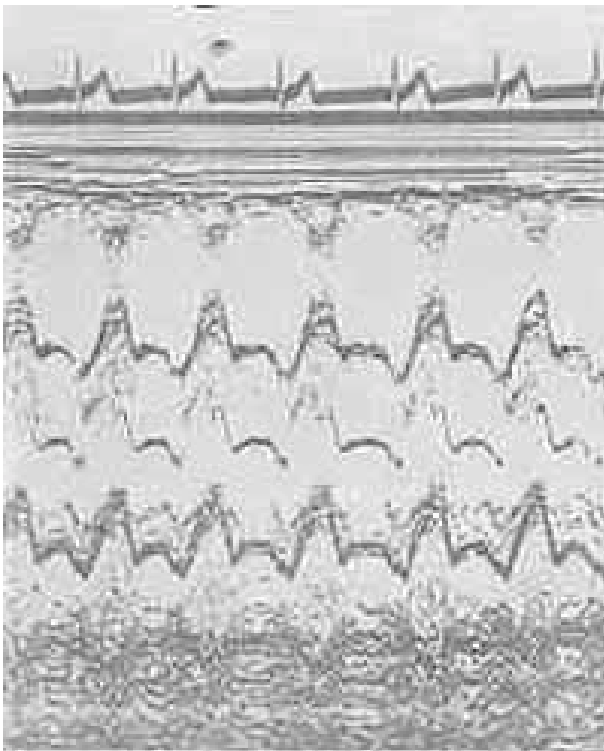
Ecocardiograma mostrando dilatação aórtica no indivíduo II₂₁.
